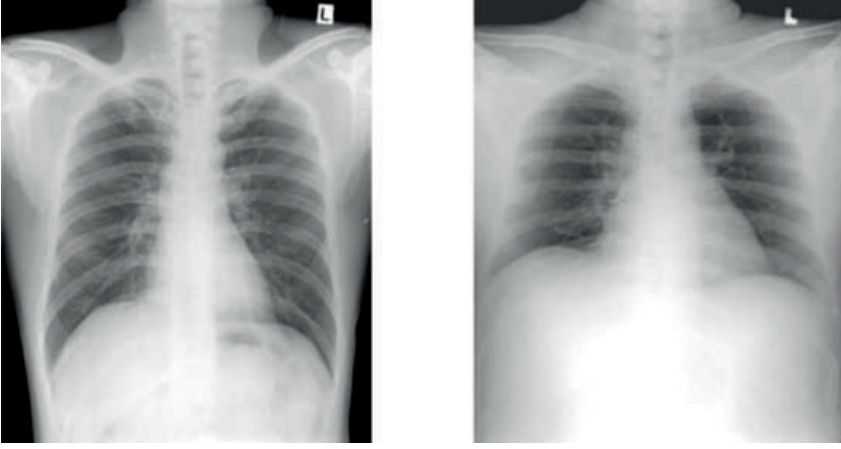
Normal Posterior-Anterior Akciğer Grafisi
